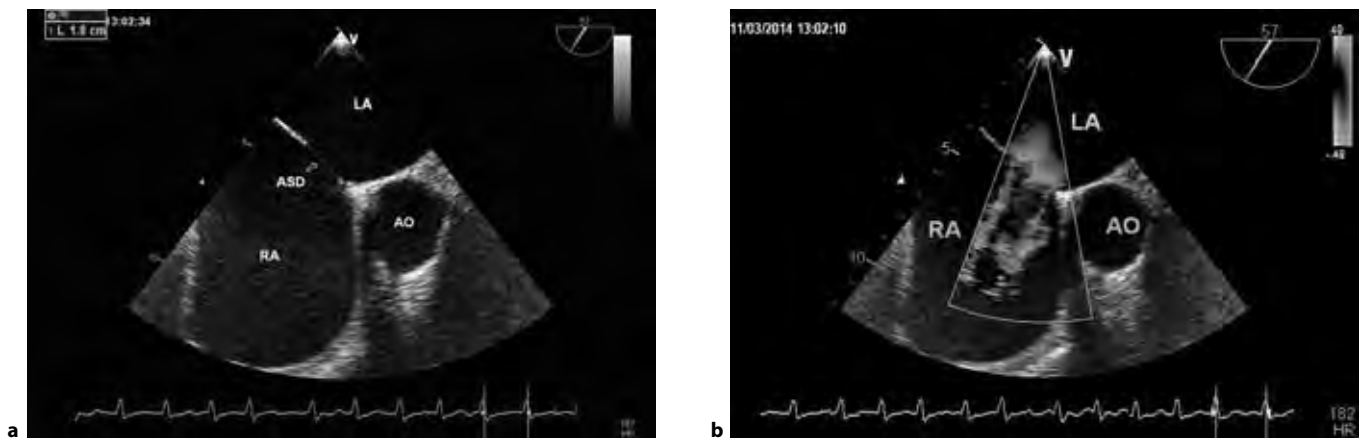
Ecografia transesofagea: immagine di ampia interruzione del setto atriale tipo ostium secundum stimata di circa 2 cm (a); al ColorDoppler evidenza di ampio shunt sinistro-destro attraverso il difetto atriale (b). Ao, aorta; LA, atrio sinistro (left atrium); RA, atrio destro (right atrium); ASD, difetto settale atriale (atrial septal defect).
